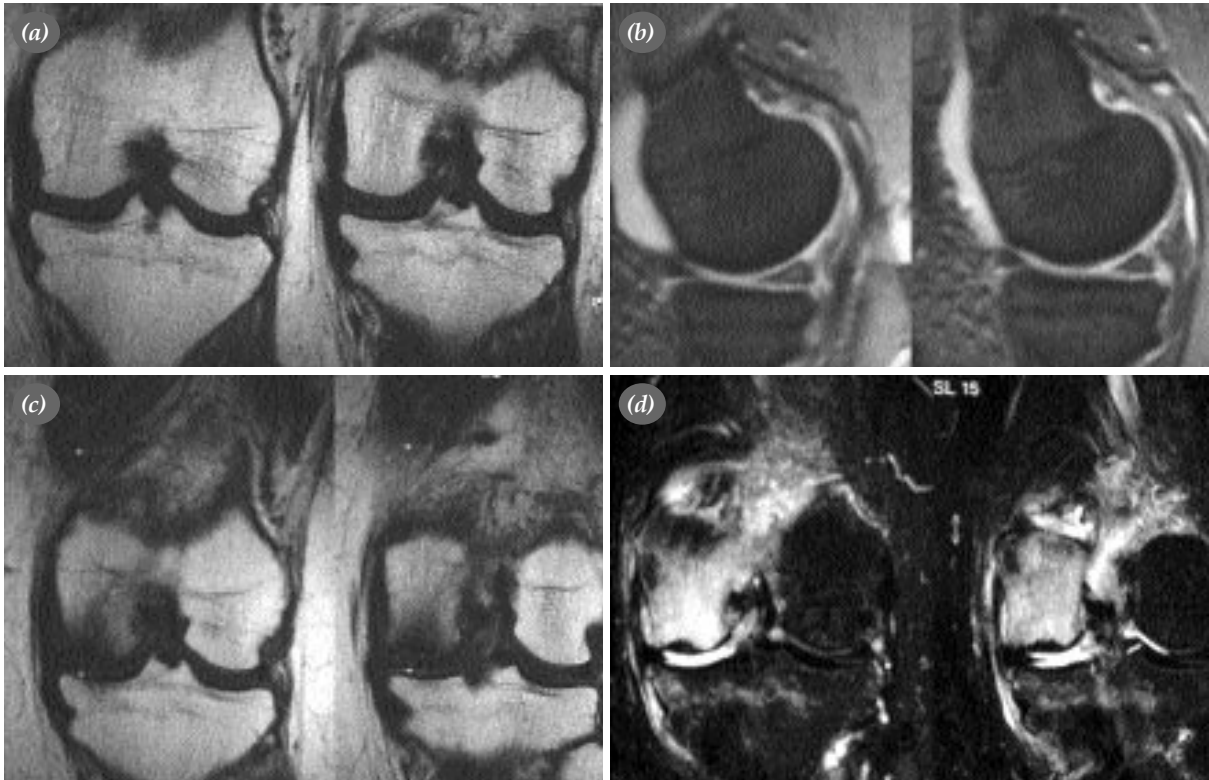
(a, b) Hastanın şikayetlerinin başladığında çekilen manyetik rezonans görüntülerinde belirgin patolojik bir değişiklik izlenmiyor. (c, d) Artroskopi sonrasında çekilen manyetik rezonans görüntüleri: Medial femoral kondilde geniş osteonekroz alanı ve çevresinde ödem görülmekte, kıkırdak dokuda ayrılma yok (Olgu 2).
